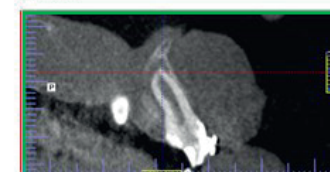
TCFC denotando lesão periapical dente 21
